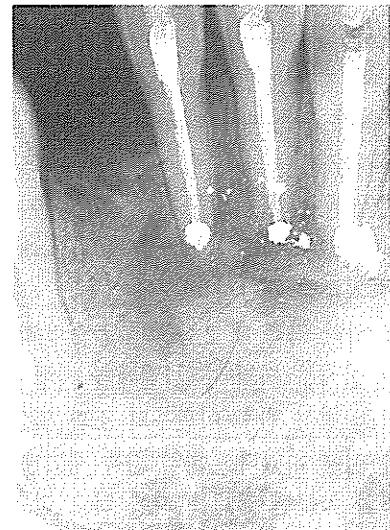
술후 3개월 경과시의 방사선 사진
